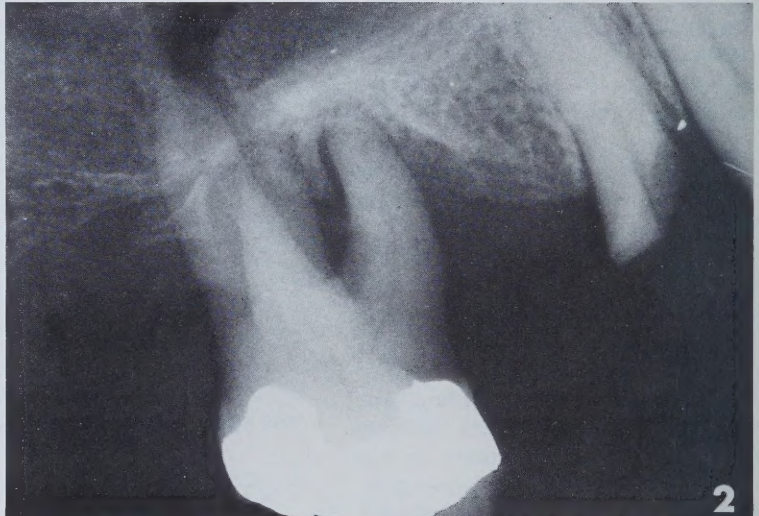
Ante Mortem Xray taken one week prior to the accident.
